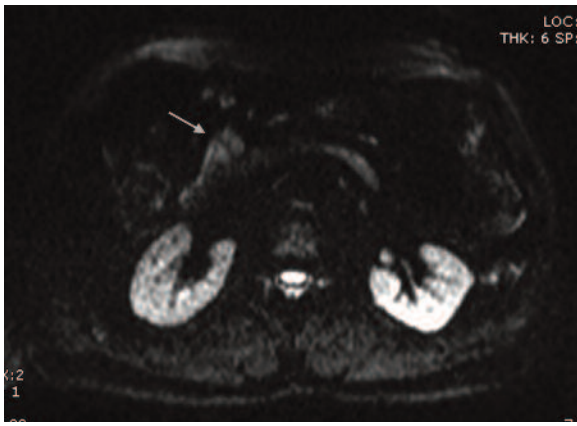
3.6 DWI, b 50 (5) e 600 (6). La lesione appare iperintensa a b 50 e persiste moderatamente iperintensa a b 600.
